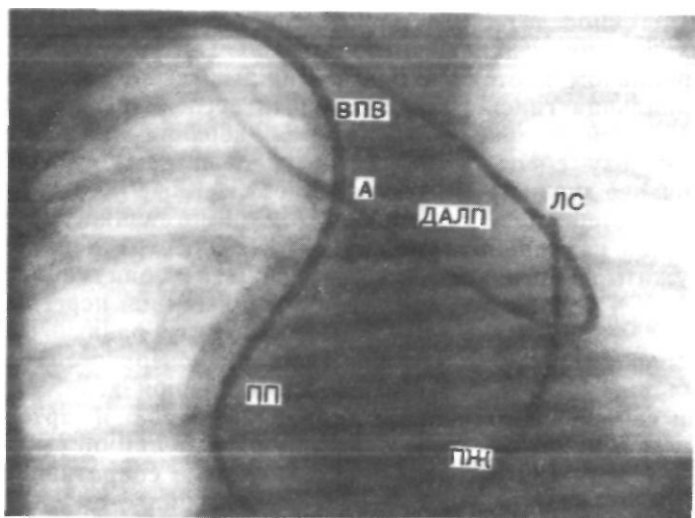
Рентгенограмма грудной клетки больного с дефектом аортолегочной перегородки в переднезадней проекции. Один катетер ретроградно проведен в восходящую аорту (А) и из нее петлей через дефект аортолегочной перегородки (ДАЛП) в легочный ствол (ЛС). Другой катетер проведен через верхнюю полую вену (ВПВ), правое предсердие (ПП) и желудочек (ПЖ) в легочный ствол.
